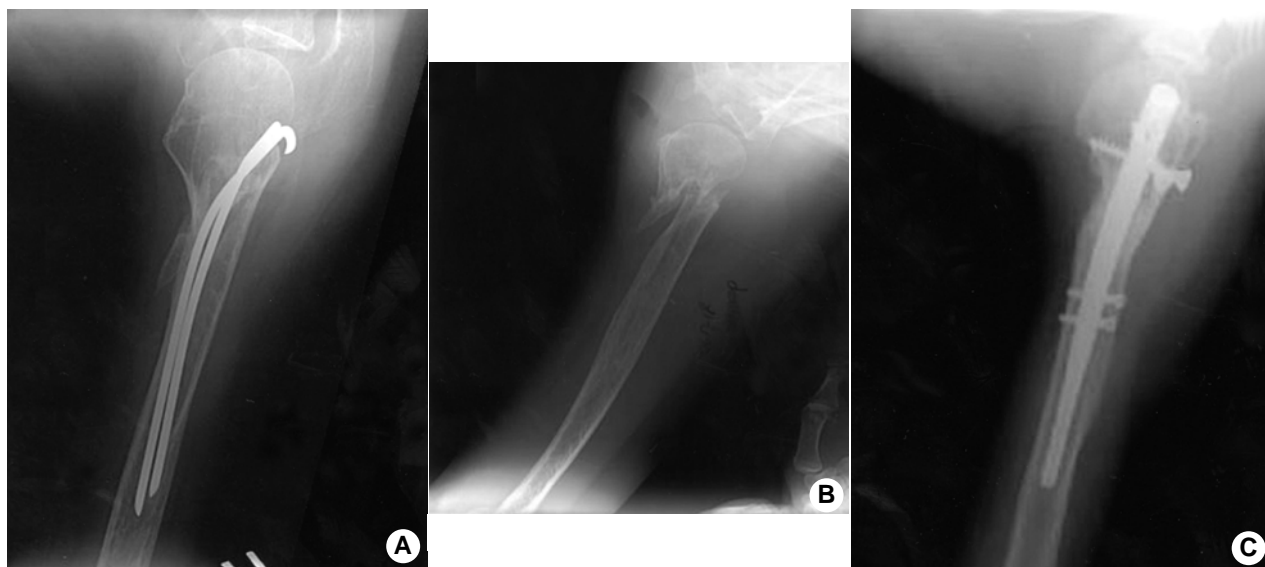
(A) Humeral neck fracture was treated with Rush pins (The patient suffered from pain for 6 months after initial surgery). (B) On intraoperative finding, there was nonunion of the surgical neck of the humerus after removal of Rush pins. (C) Anteroposterior radiograph showed union 4 months later.
